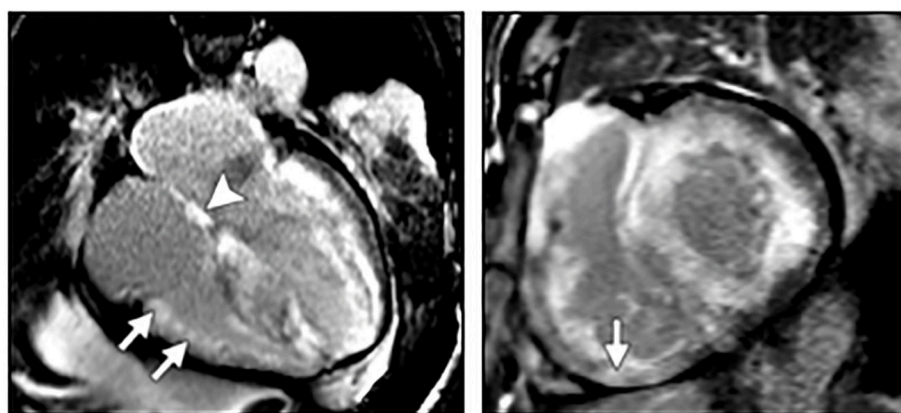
AC en paciente, masculino de 71^a, con síntomas sugestivos de ICC, con ecocardiograma que mostraba engrosamiento de la pared biventricular. a) Phase-sensitive inversion recovery, en 4 cámaras, donde 15 minutos después de la administración de contraste gadolínico, muestra un realce en el miocardio del ventrículo derecho, tabique interventricular b) eje corto, donde se observan realce subendocárdico y transmural de ambos ventrículo. Los hallazgos son típicos de Amiloidosis cardíaca (35).
